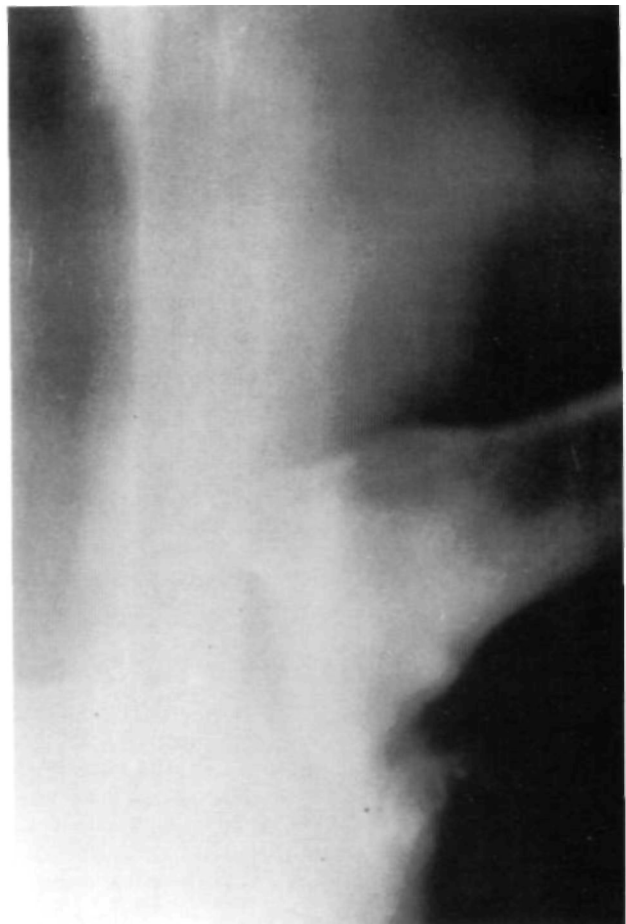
Tomografía: Esclerosis densa y homogénea en porción inferior del extremo esternal clavicular.
